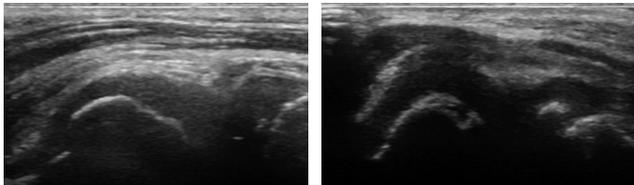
図1は、平成22年9月の日本整形外科学会スポーツ医学会で発表したものですが、徳島県少年サッカー選手739名（平均年齢10歳11ヵ月）全員に対して、超音波検査にて小頭離断性軟骨炎の有無を調査したものです。ゴールキーパーや野球経験者も一部含まれていますが、7名にみつきり、疑いがあるのがさらに10名いました。図2
